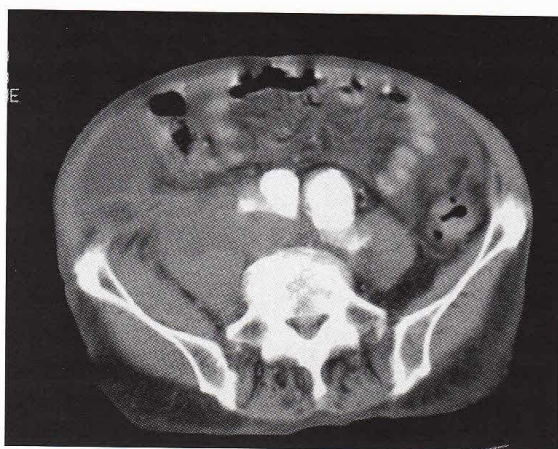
TC addome che evidenzia rottura tamponata di aneurisma iliaco.
